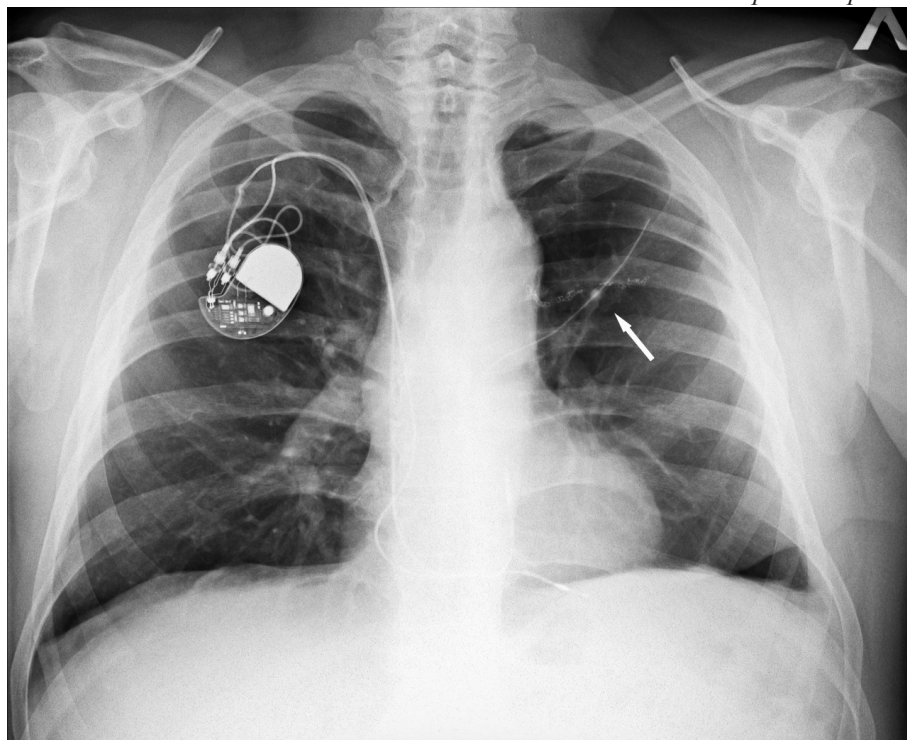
Рентгенография органов грудной клетки в прямой проекции. Слева в средней трети грудной клетки определяются тени металлических шовных скрепок, тень проксимального конца отсеченного на протяжении желудочкового электрода (стрелка).
